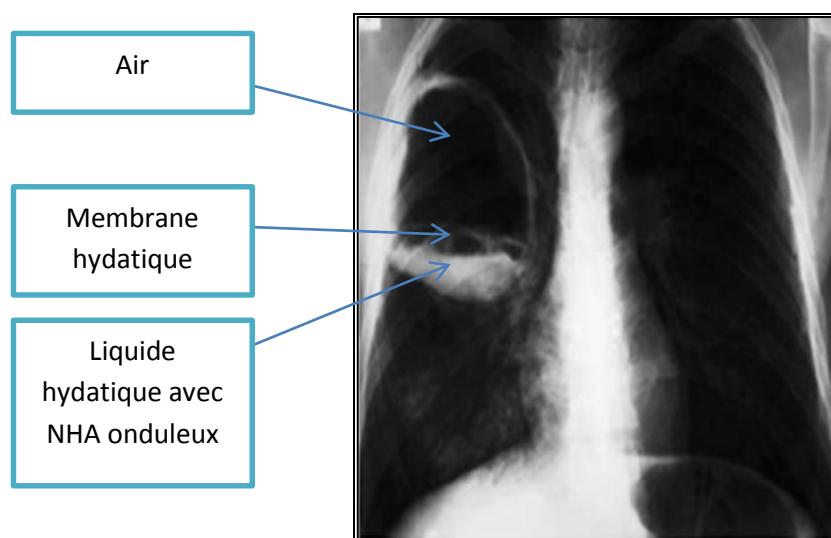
Radiographie thoracique de face montrant un KH thoracique avec aspect de membrane flottante.
